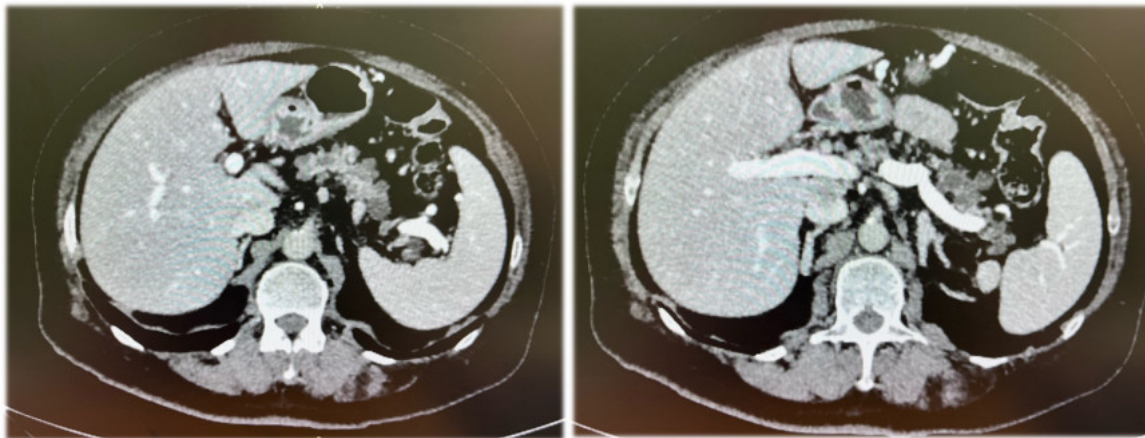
МСКТ пациента М. Видна тотальная кистозная трансформация поджелудочной железы
